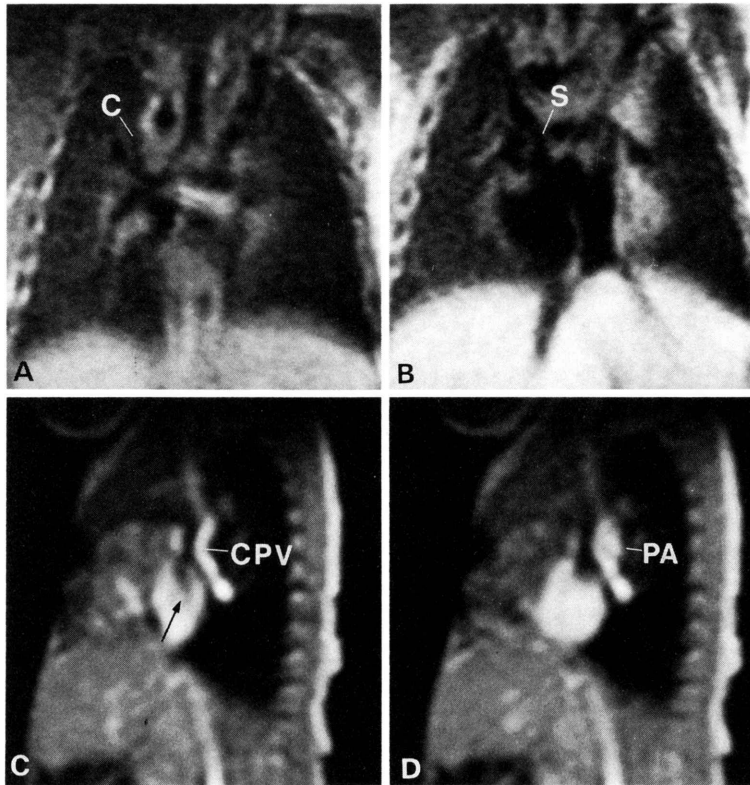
症例1 (Darling分類Ib型)のMRI所見。
